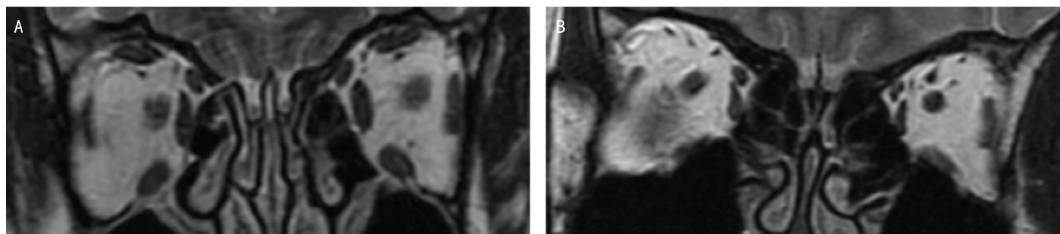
MRI 冠状位图像(眼-视神经平面) A:正常;B:患者Ⅲ-1。
